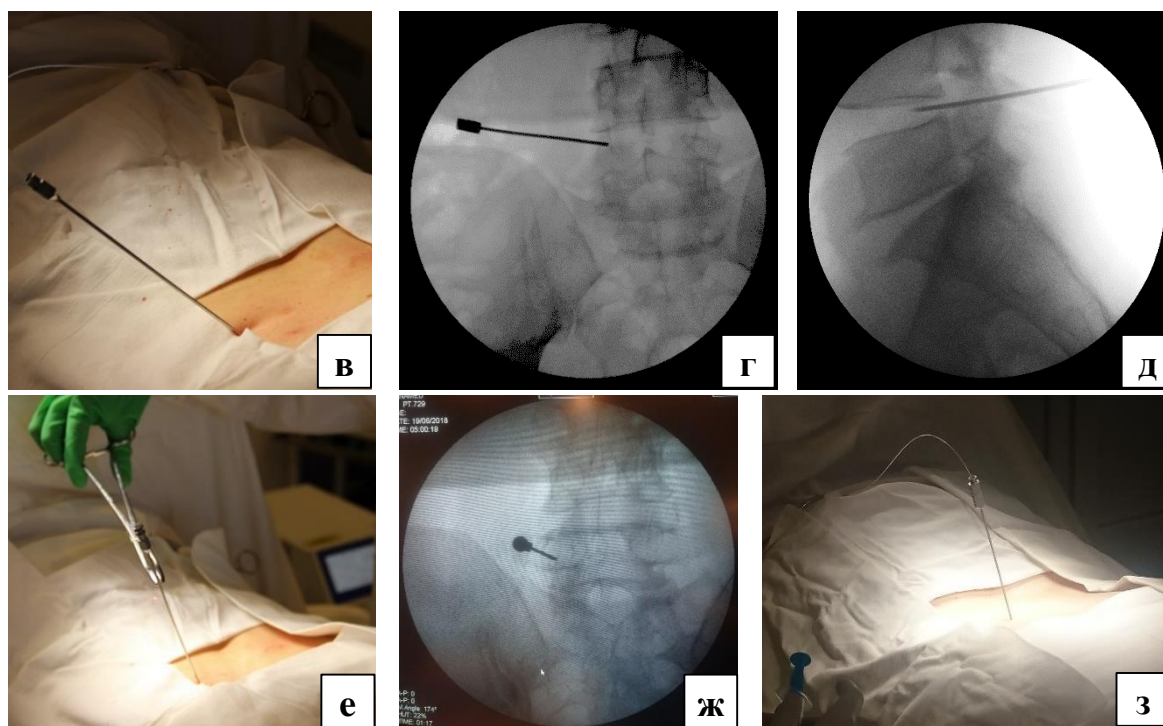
(Продолжение) – Пациент В., 37 лет; симультанная чрескожная вапоризация МПД L<sub>IV</sub>–L<sub>V</sub> слева и лазерная денервация ДС L<sub>IV</sub>–L<sub>V</sub> слева: в – игла с мандреном установлена в проекции МПД L<sub>IV</sub>–L<sub>V</sub> заднебоковым доступом слева; г – рентген-контроль прохождения пункционной иглы через фиброзное кольцо МПД L<sub>IV</sub>–L<sub>V</sub> в прямой проекции и (д) в боковой проекции; е – игла с мандреном установлена в проекции ДС L<sub>IV</sub>–L<sub>V</sub> слева; ж – рентген-контроль положения иглы с мандреном; з – игла с оптоволоконным световодом в проекции ДС L<sub>IV</sub>–L<sub>V</sub> слева
